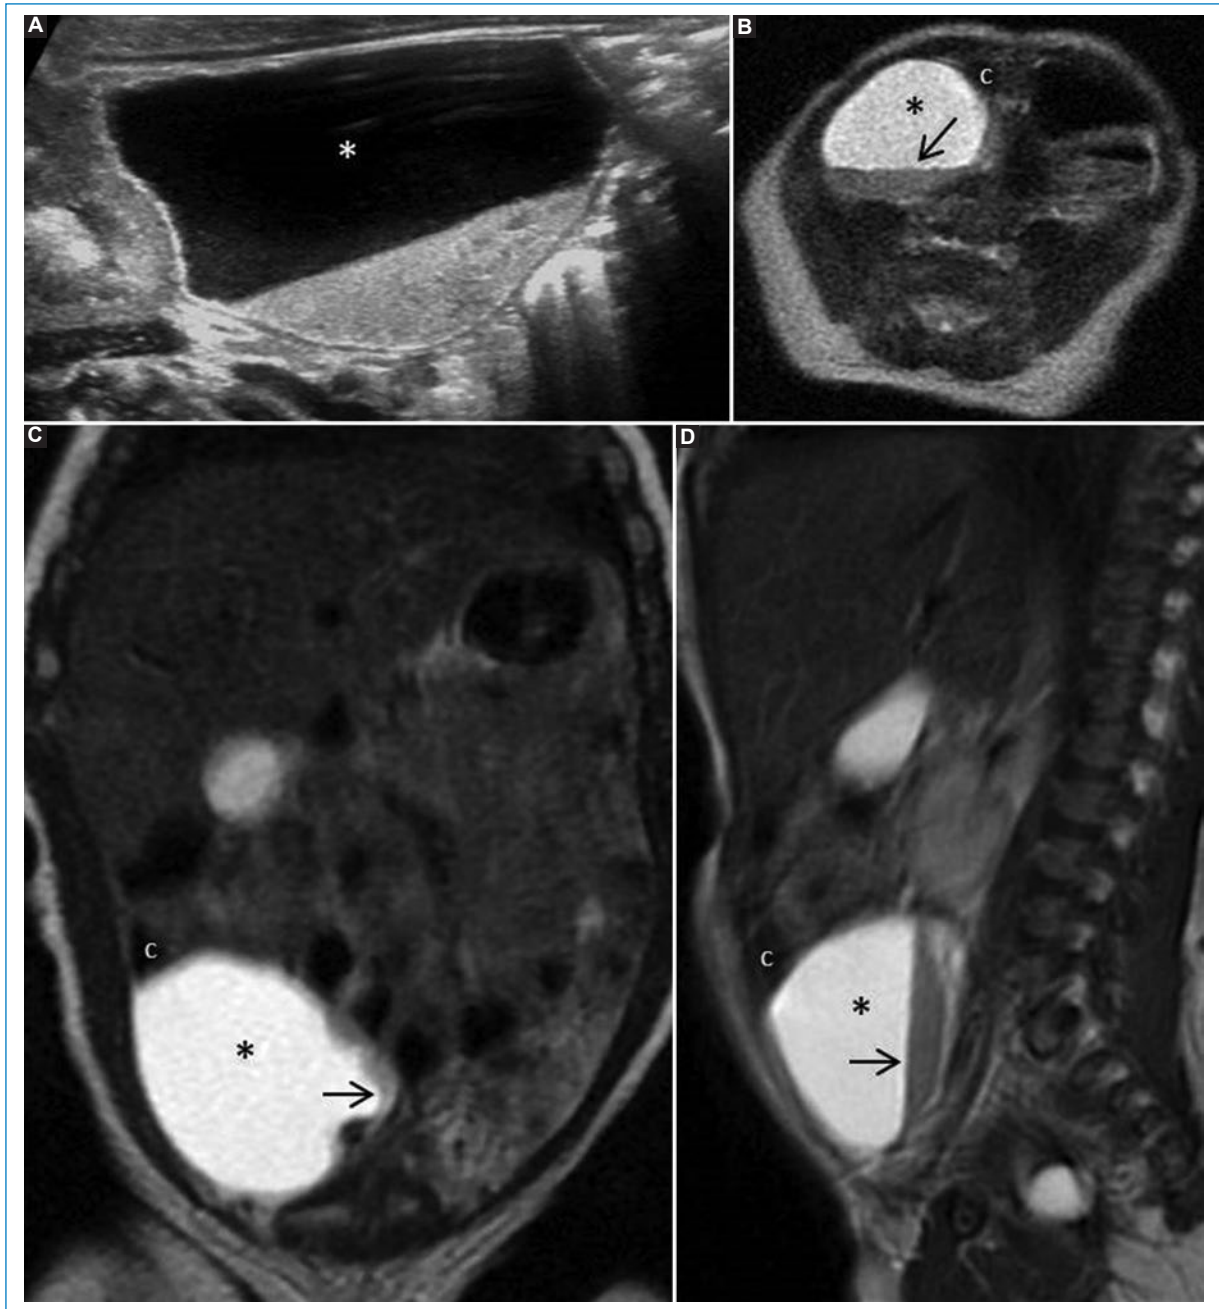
Quiste de duplicación. Recién nacida con diagnóstico prenatal de quiste de ovario derecho. A: la ecografía abdominal muestra una lesión quística (asterisco) abdominopélvica de pared bien definida y nivel líquido-líquido, siendo hiperecoico en su parte más declive y con movimiento en los cambios posturales. La RM pélvica en secuencias T2 axial (B), coronal (C) y sagital (D) confirma la presencia de la tumoración quística (asterisco) adyacente al colon ascendente (c), presentando contenido proteináceo-hemorrágico en su parte declive (flecha).
